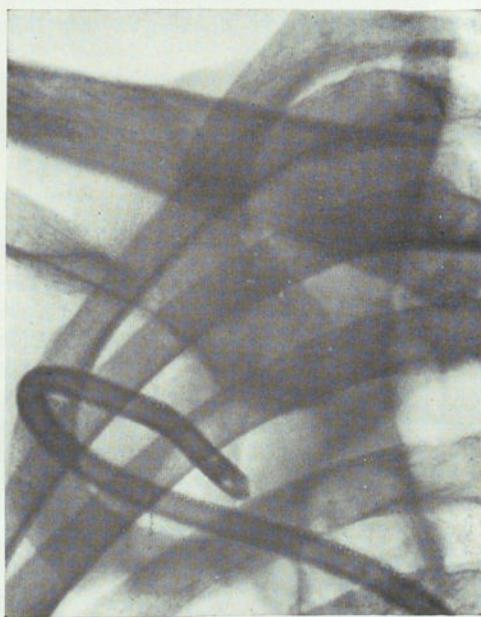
(Caso IV). Radiografía del 10-VII-39. Reducción extraordinaria de la cavidad veinte y nueve días después de la intervención.
